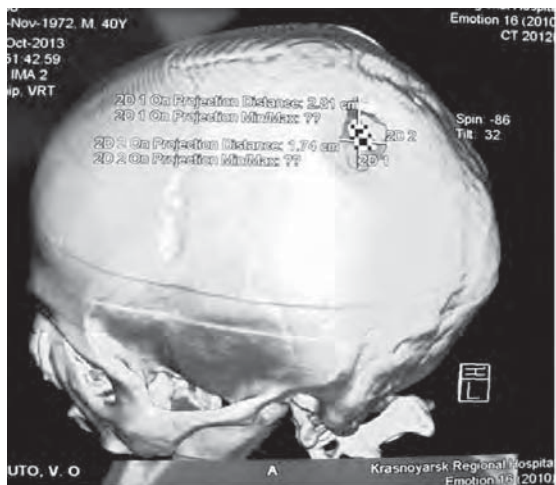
МСКТ-снимок черепа пациента, после наложения поискового фрезевого отверстия в парасагитальной зоне слева
